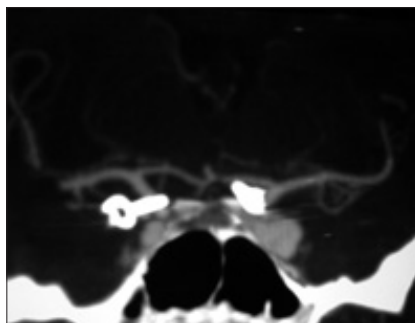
Final results of the clipping showed by means of Angio CT.
